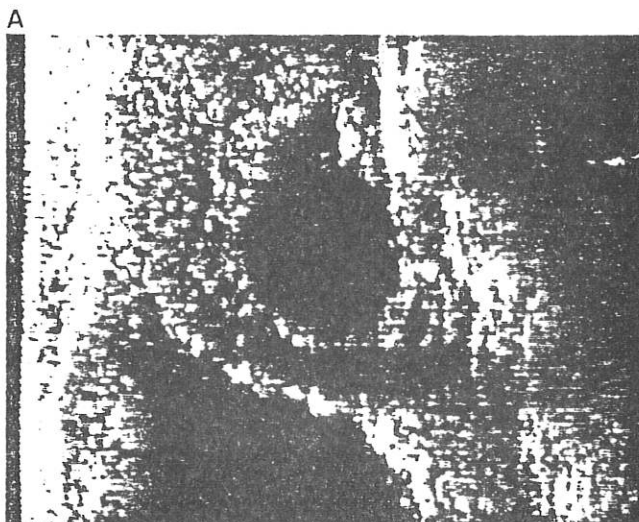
Les appareils d'échographie permettent de suivre sans danger et avec précision l'évolution de la grossesse. Sur la figure A, il s'agit d'une grossesse d'un mois et demi environ. On voit en haut et à droite, au sein du sac gestationnel, les échos de l'embryon qui, à cette date, mesure environ un centimètre et demi. Lors de l'examen où les images sont vues en mouvement, on distingue très bien dans cette région des battements rapides (160 par minute): le cœur de l'embryon.
